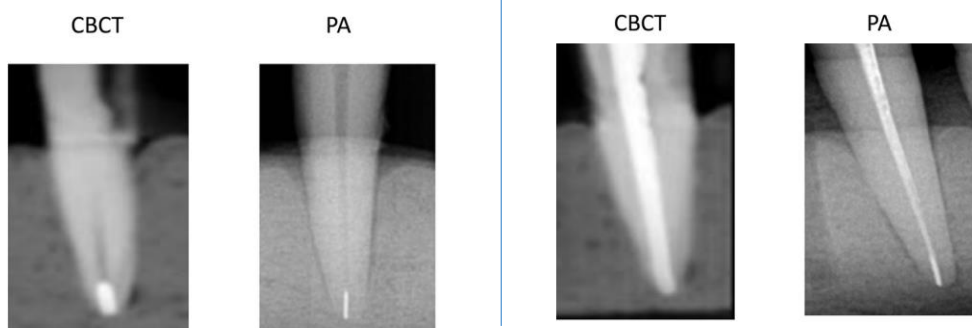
Instrumento separado CBCT y RX periapical / Instrumento separado + conducto obturado .Fuente: Rosen, Eyal, et al. A Comparison of Cone-beam Computed Tomography with Periapical Radiography in the Detection of Separated Instruments Retained in the Apical Third of Root Canal-filled Teeth. Journal of Endodontics , 2016-07-01, Volumen 42, Número 7, Páginas 1035-1039. Science Direct
